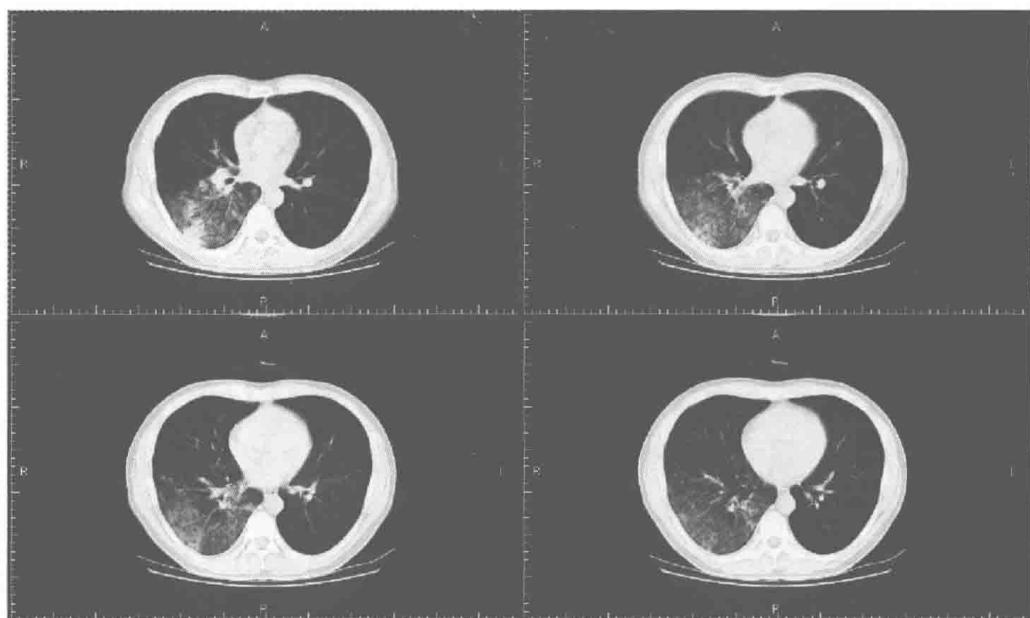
胸部 CT 检查提示右下肺大片高密度渗出影
